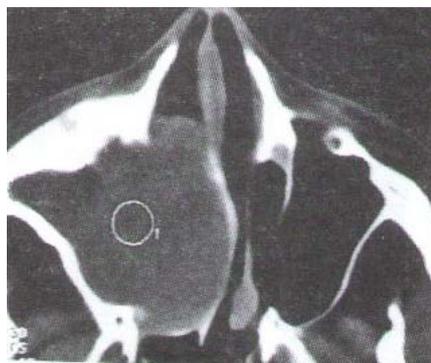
КТ в аксиальной проекции: мукоцеле правой верхнечелюстной пазухи с деструкцией медиальной стенки верхнечелюстной пазухи.
